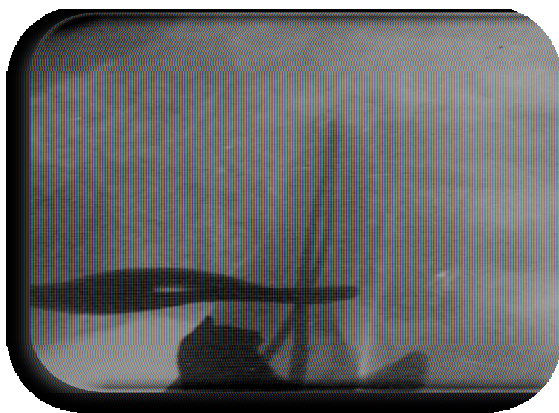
radiographie limes en place sur la 14
